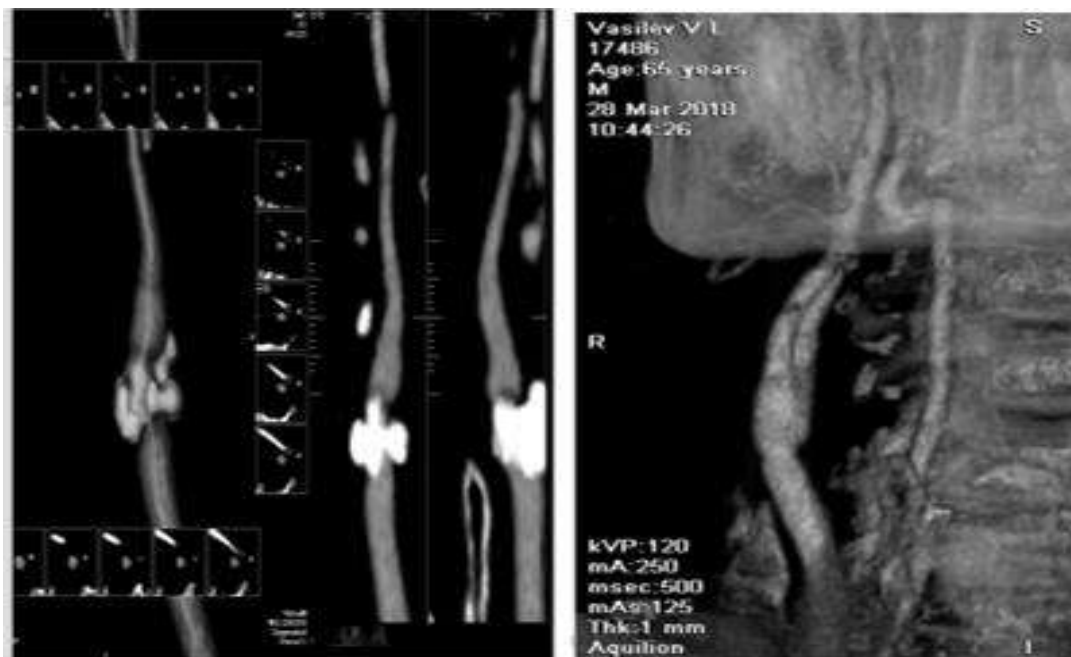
КТ до каротидної ендартеректомії та після її виконання.
